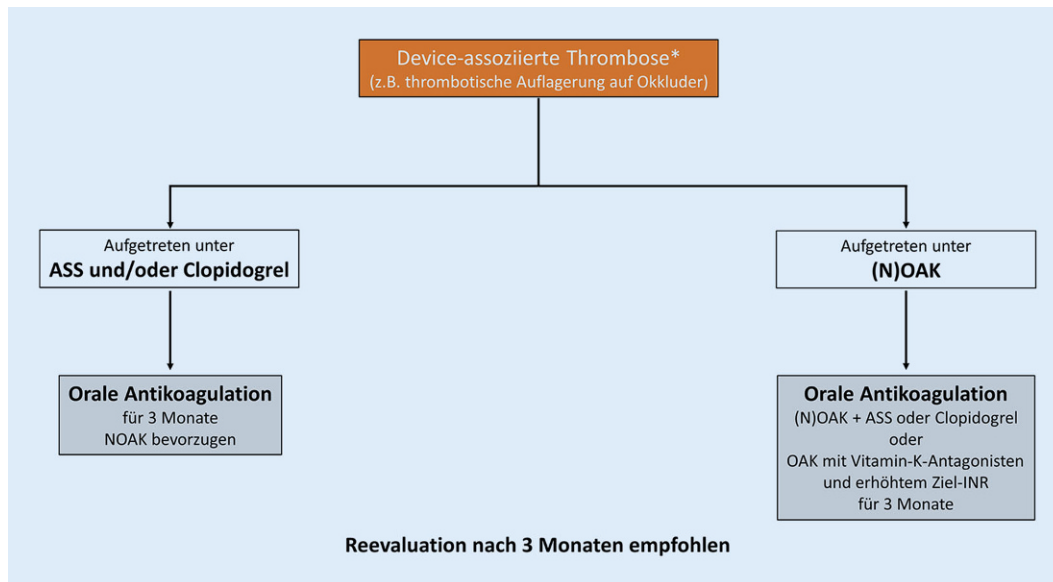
◀ Empfehlung für antithrombotische Therapie bei Device-assoziiierter Thrombose. *Sicherung der Diagnose mittels TEE und/oder CT obligat. (Mit freundl. Genehmigung ©Willibald Hochholzer, alle Rechte vorbehalten)
